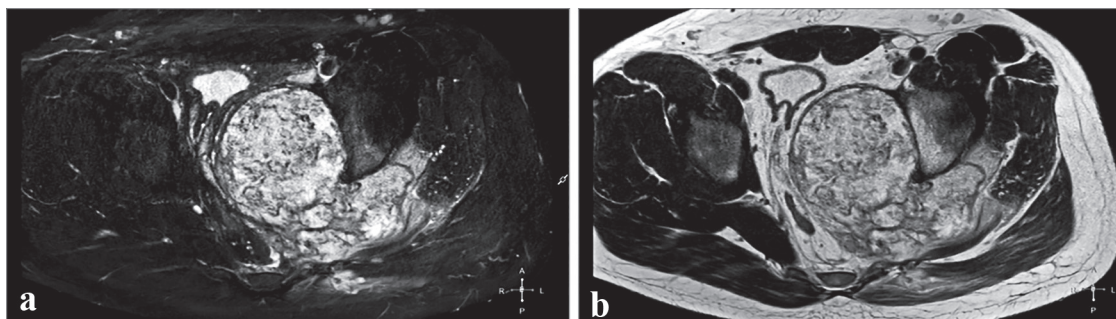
IRM pelvian în plan axial, a – T2w mDIXON cu supresiune de grăsimi, b – T2w mDIXON. Tumoră intra-extrapelviană.
